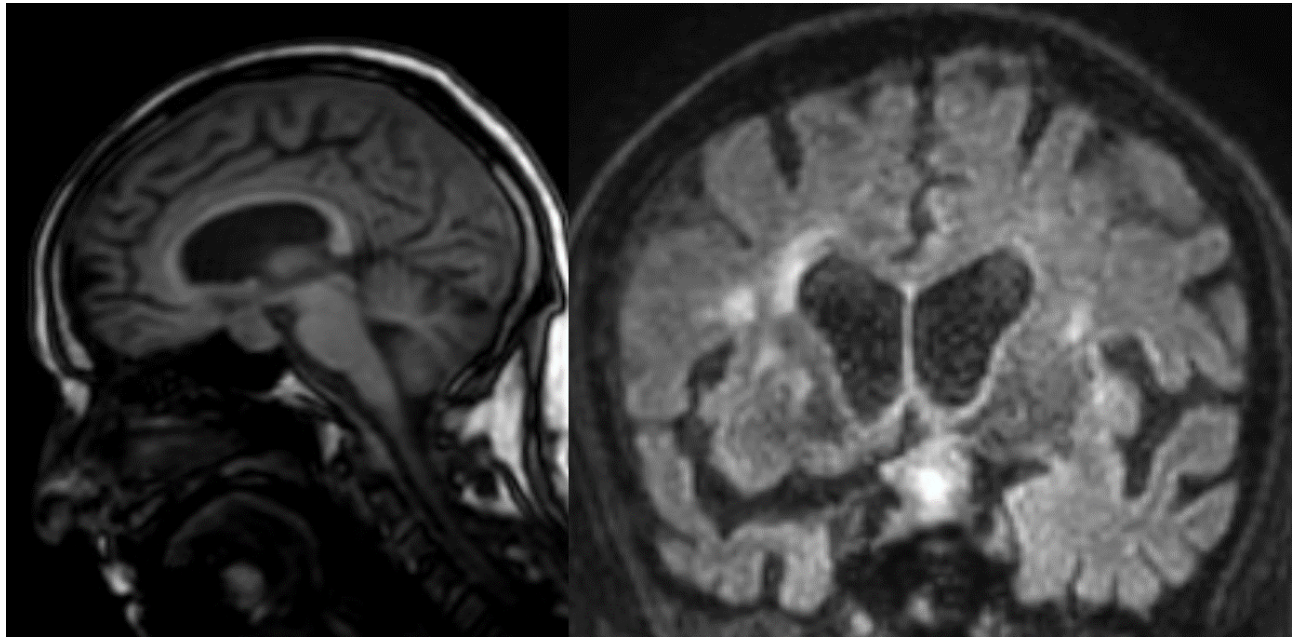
Estudio RMN con contraste en T1 (izquierda) y secuencia STIR (derecha) donde se observa el macroadenoma hipofisario con extensión suprasellar.
